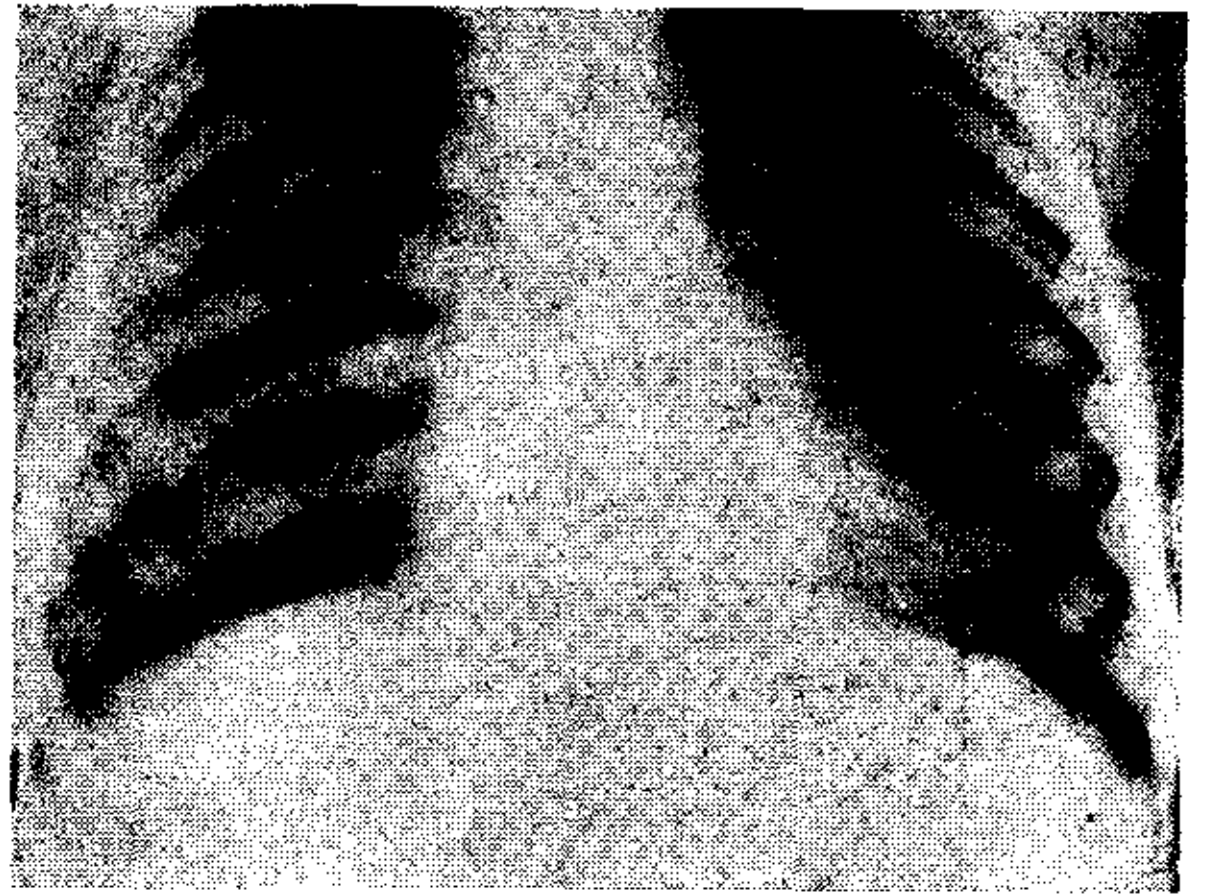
(b). — Telerradiografía obtenida a los 7 días de la intervención quirúrgica; es evidente que el corazón tiende a adquirir una configuración más normal, al mismo tiempo que disminuye el área cardíaca y aumentan de calibre las ramificaciones de la arteria pulmonar.
